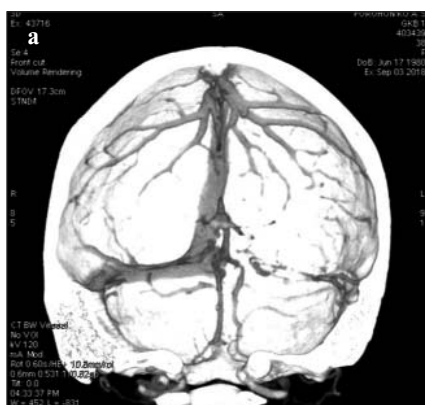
МСКТ больной П. Тромбоз поперечного синуса (а, б)
